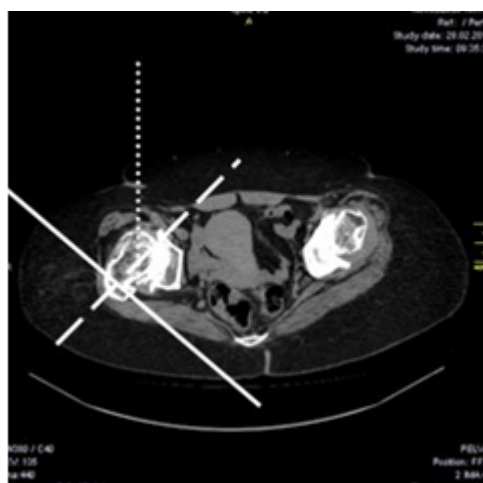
Антеположение элементов проксимального отдела бедренной кости на МСКТ
